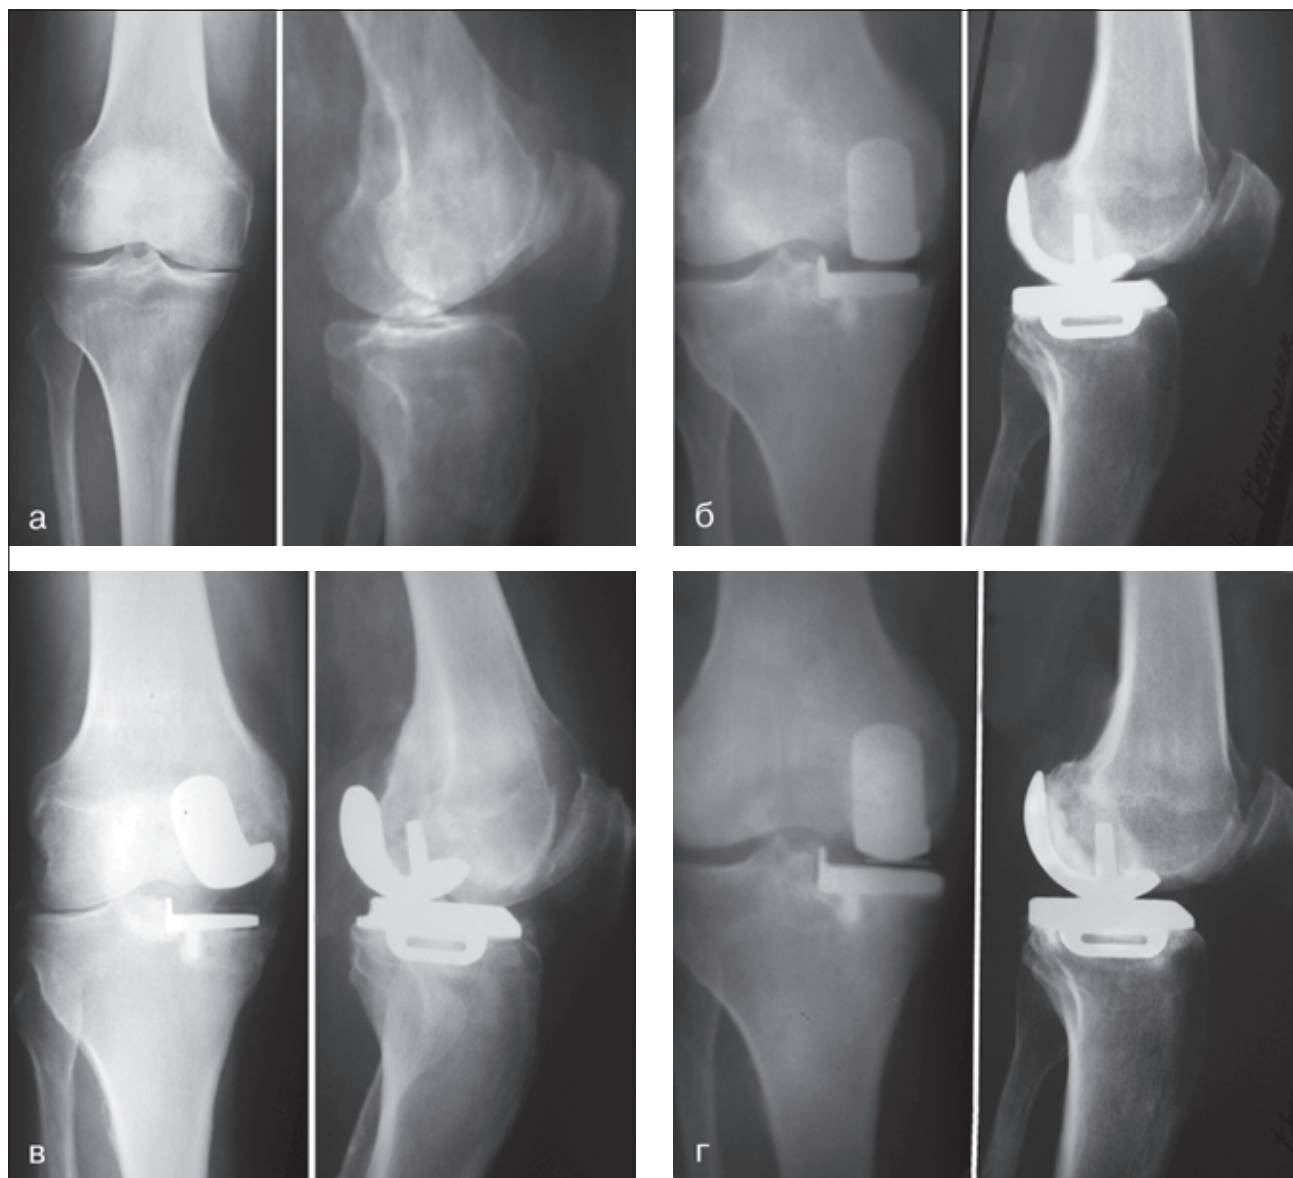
Рентгенограми колінного суглоба хворого Н., 68 років. Діагноз: медіальний остеоартроз правого колінного суглоба. А — до операції; б — після операції однополюсного ендопротезування; в — дислокація стегнового компонента після травми; г — після реендопротезування з кістковою пластикою
